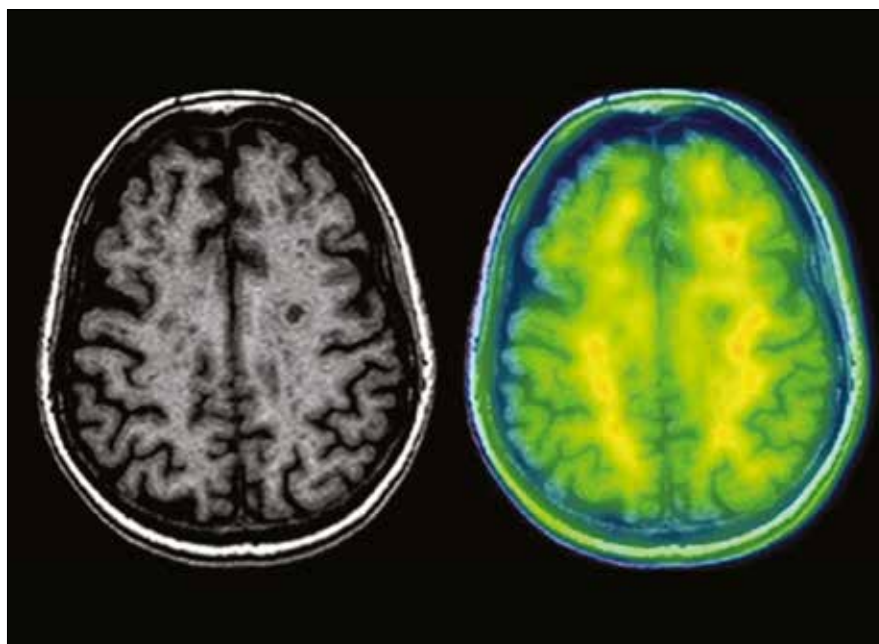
Immagini di RM e di PET che mostrano come vi sia una riduzione della captazione del tracciante amiloide a livello delle lesioni della sostanza bianca.
